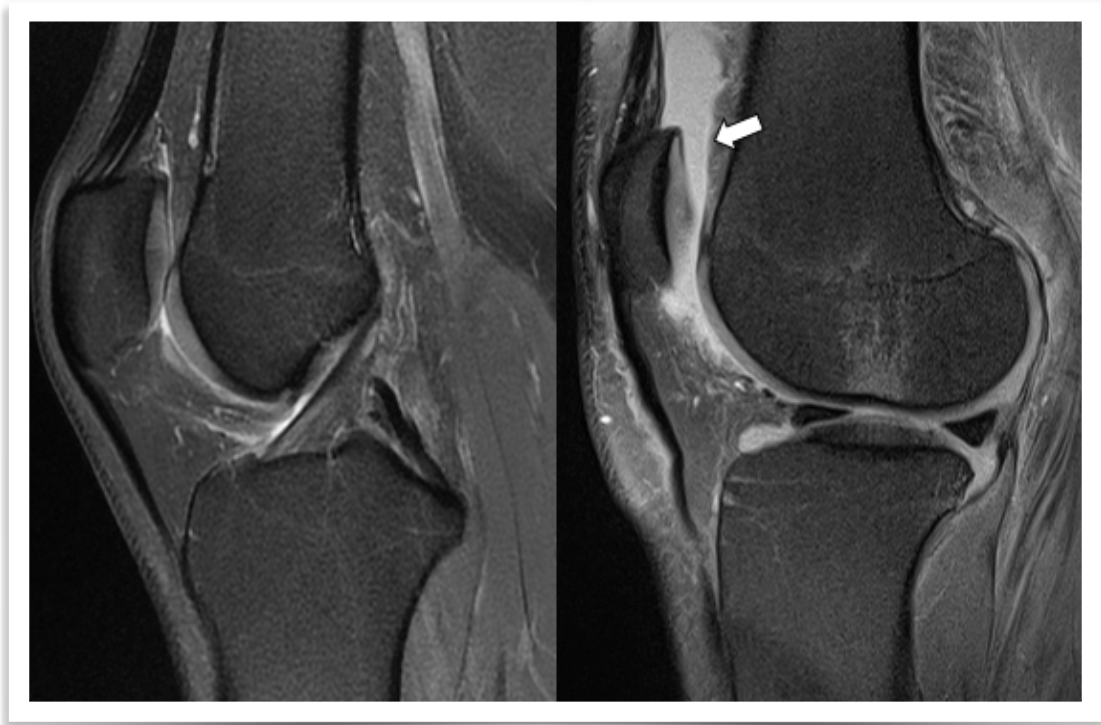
Derrame articular en RM. Secuencias sagitales DP con supresión grasa sin y con derrame: Líquido de alta señal en receso subcuadricepsal (flecha).
